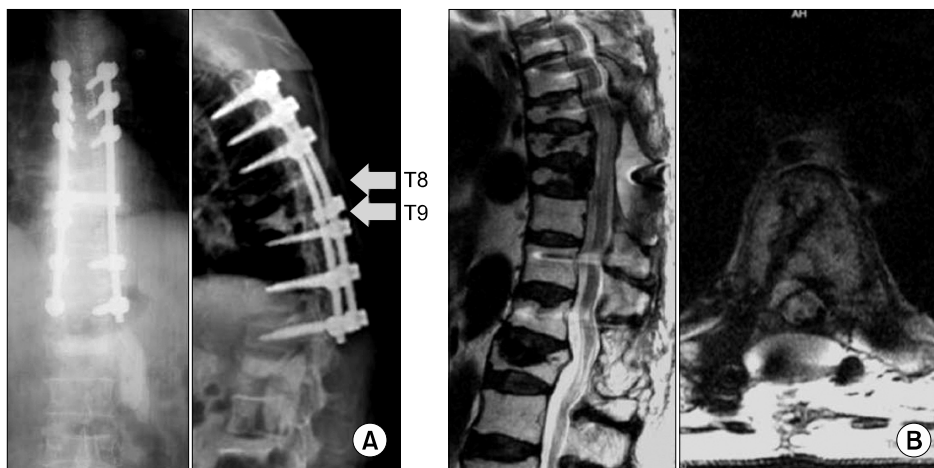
(A, B) Postoperative radiographs and MRI's show that bone cement was removed from spinal canal and posterior stabilization was performed.
